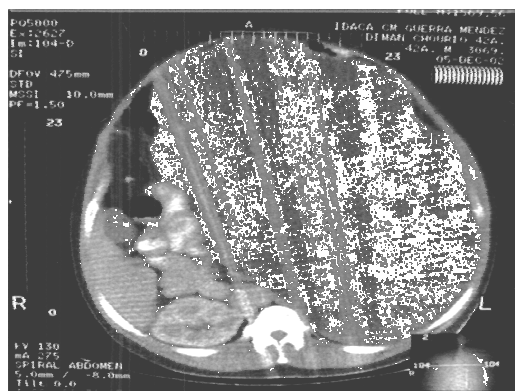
TAC Abdominal: Hidronefrosis izquierda.
